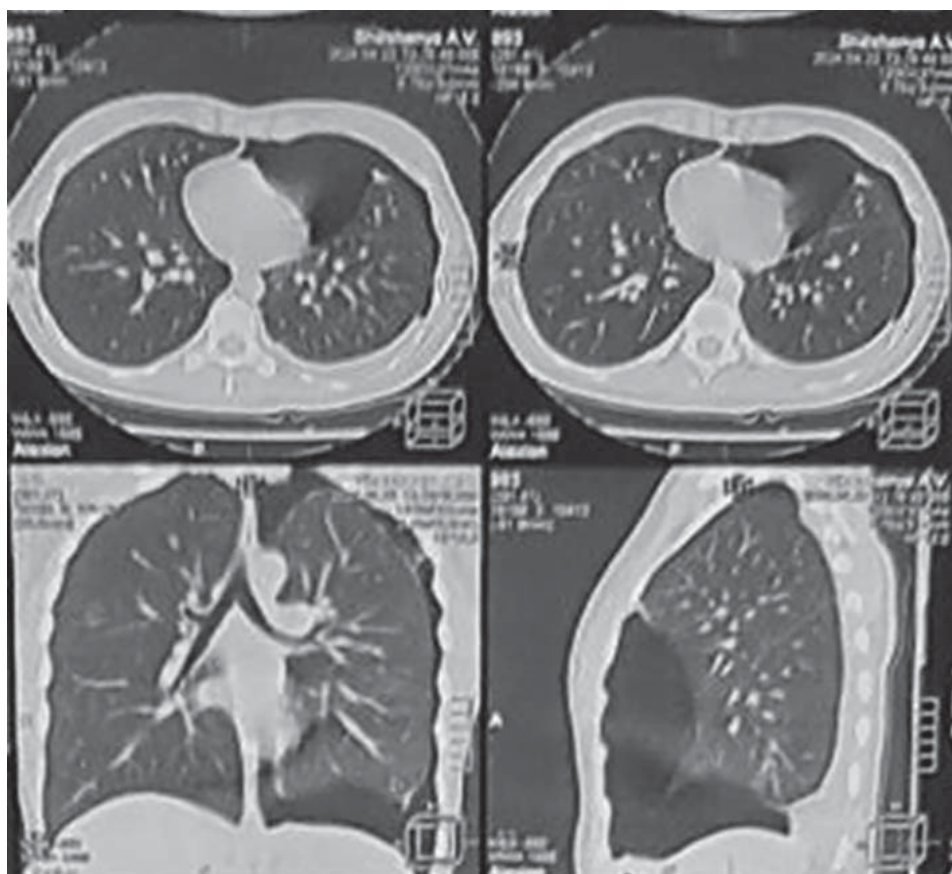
КТ ОГП хворої А: лівосторонній рецидивуючий спонтанний пневмоторакс
